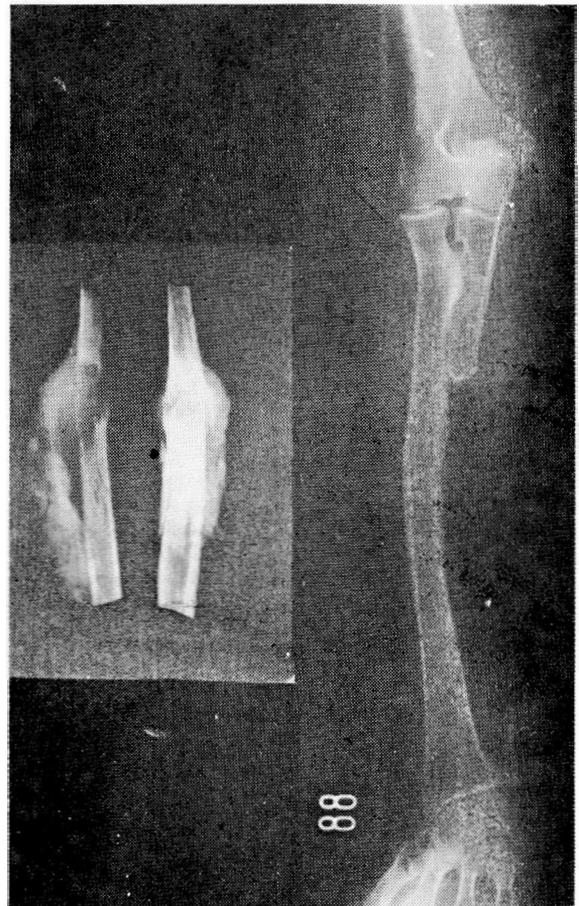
Radiografías de la pieza de resección y el antebrazo de la paciente Nº 2.
